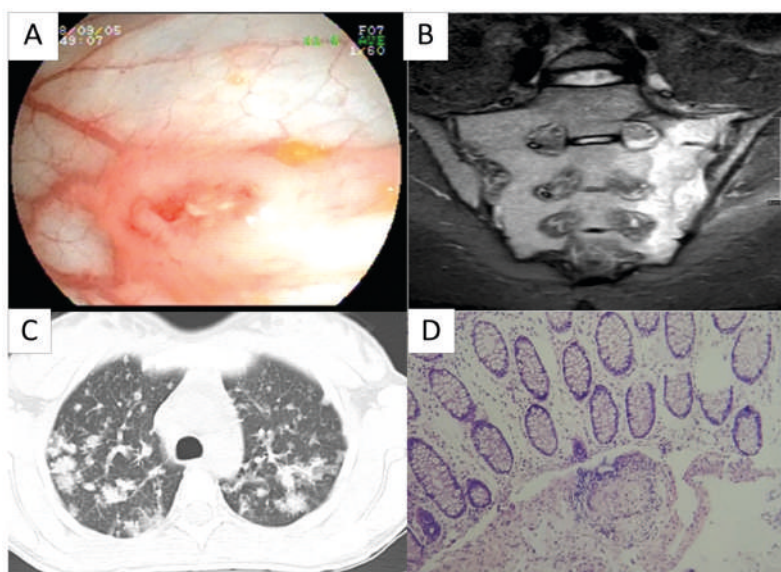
Estudios de imágenes y patología de la paciente. A. Lesión ulcerada en el colon descendente (colonoscopia total). B. Se observa sacroileítis unilateral izquierda en la sección coronal (RM sacroilíaca). C. Múltiples nódulos pulmonares, las lesiones se pueden observar con un patrón de "árbol en gemación" (tomografía de tórax). D. Colitis granulomatosa, HE 20x. Fuente: creación propia
